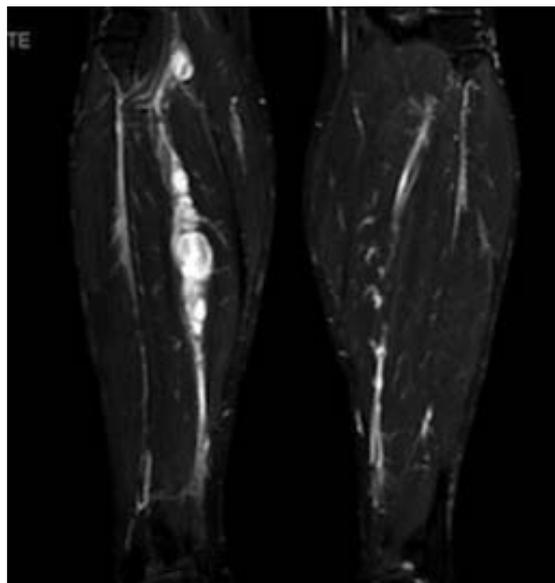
RMN en la que se muestran múltiples nódulos de 55 a 14mm de diámetro en el CPI con sospecha de neurinomas.
